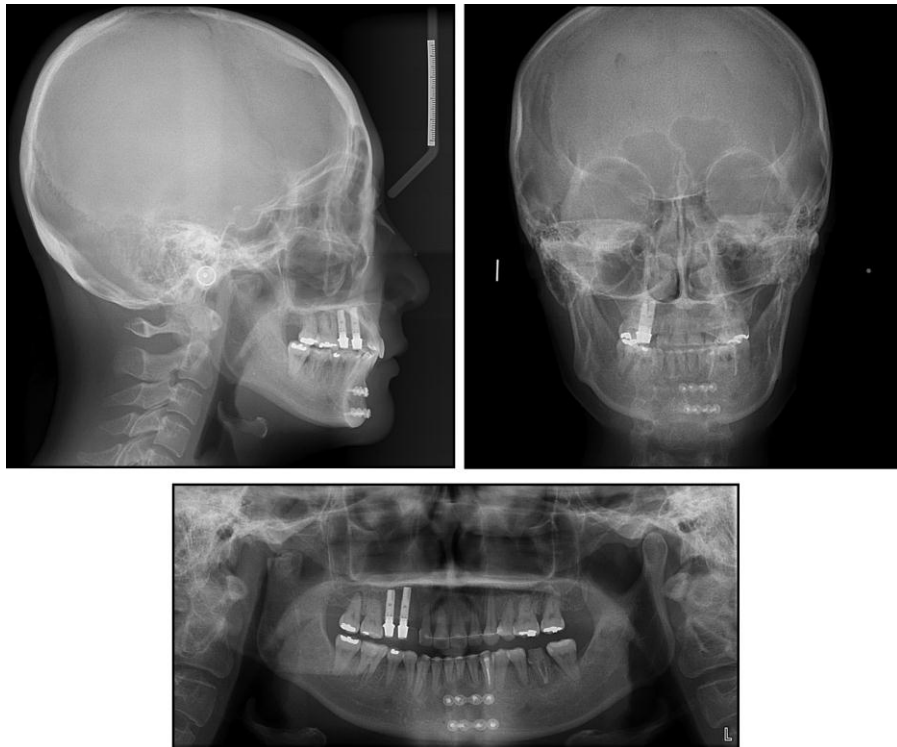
(19) Radiografías posteriores al tratamiento.
